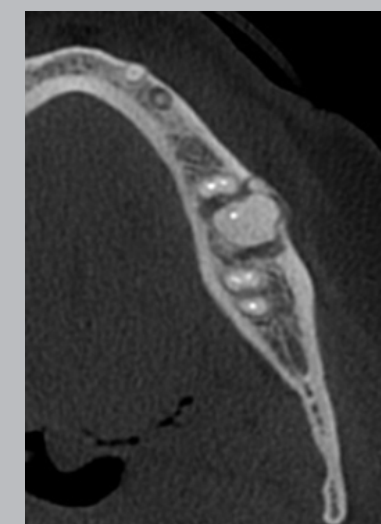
Mujer de 48 años. Estudio cone beam. Vista panorámica hemimandibular izquierda.. Primer molar tratado en que se nota masa calcificada de forma irregular y fusionada a la raíz distal, delimitada por una banda radiolúcida corticalizada. En cortes transversales y axial se observa expansión irregular de la tabla ósea vestibular. (Gentileza Dr. Oliver)
